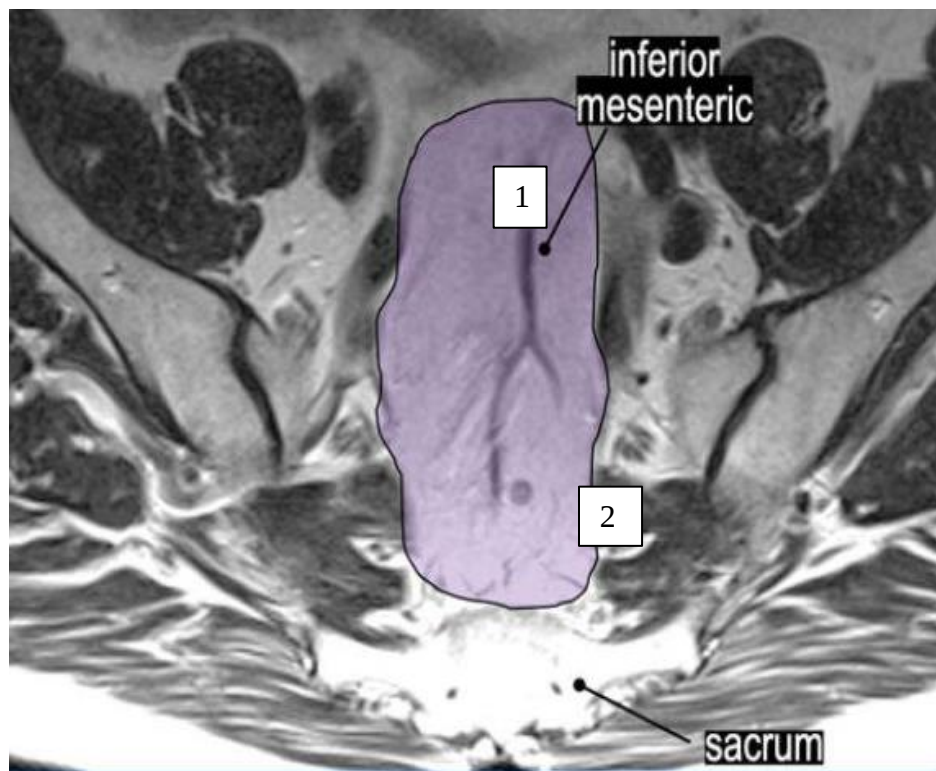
Восходящий путь метастазирования на МРТ. Фиолетовым цветом выделена мезоректальная клетчатка. 1. Верхняя прямокишечная артерия до деления 2. Лимфоузел ниже места бифуркации верхней прямокишечной артерии
